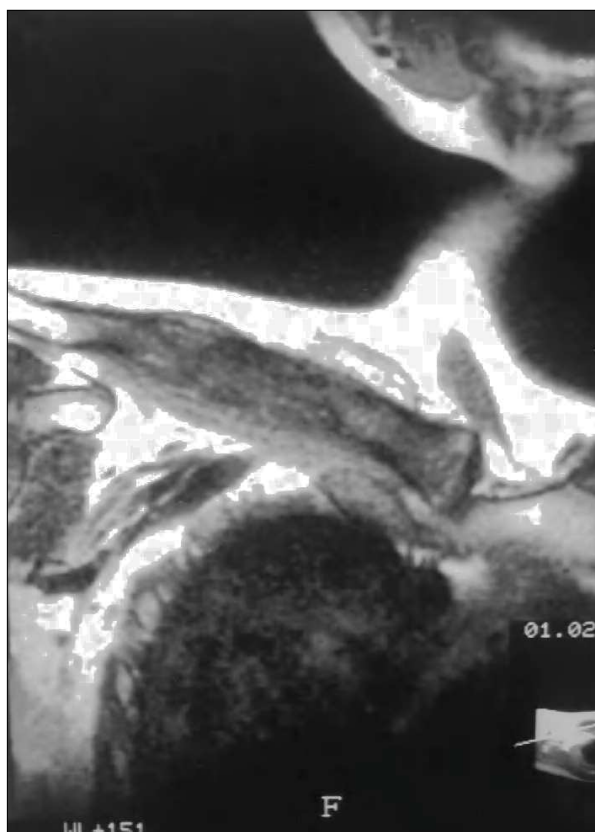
RM que muestra una lesión de desdoblamiento cortical inferior del extremo proximal de la clavícula (caso 2).
